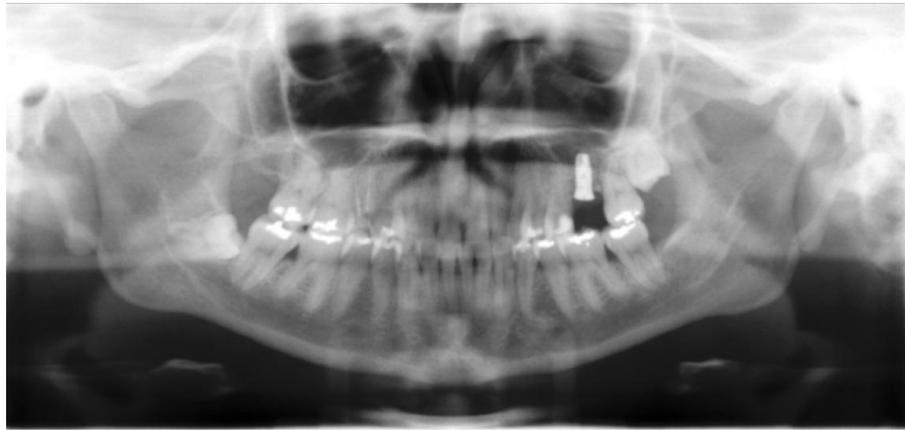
E. Ortopantomografía en el momento de la colocación del implante.
